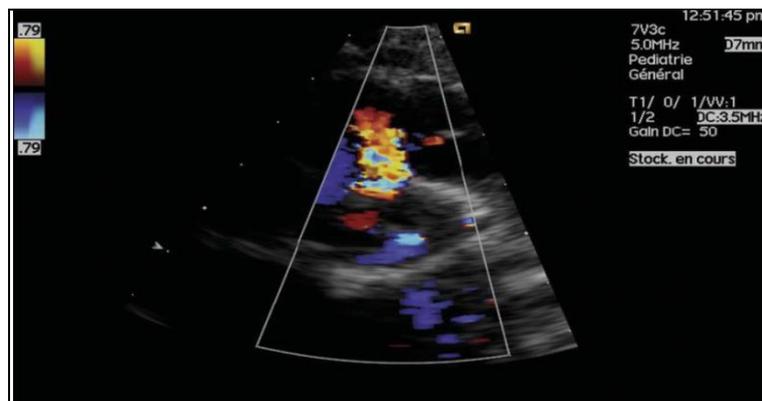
Échocardiographie avec doppler couleur montrant une CIV sous-aortique dont le siège (à « 12 heures ») est intermédiaire entre celui d'une CIV périmembraneuse (à « 10 heures ») et celui d'une CIV juxtaartérielle (à « 14 heures »). [5]
